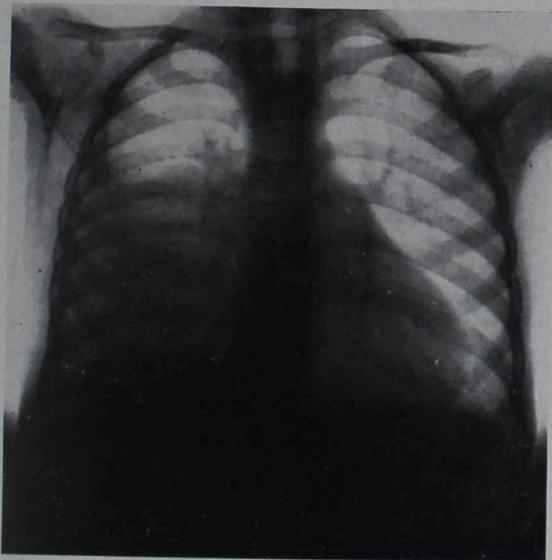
º 3.—Rafael D.—Radiografía del 25 de septiembre de 1934
